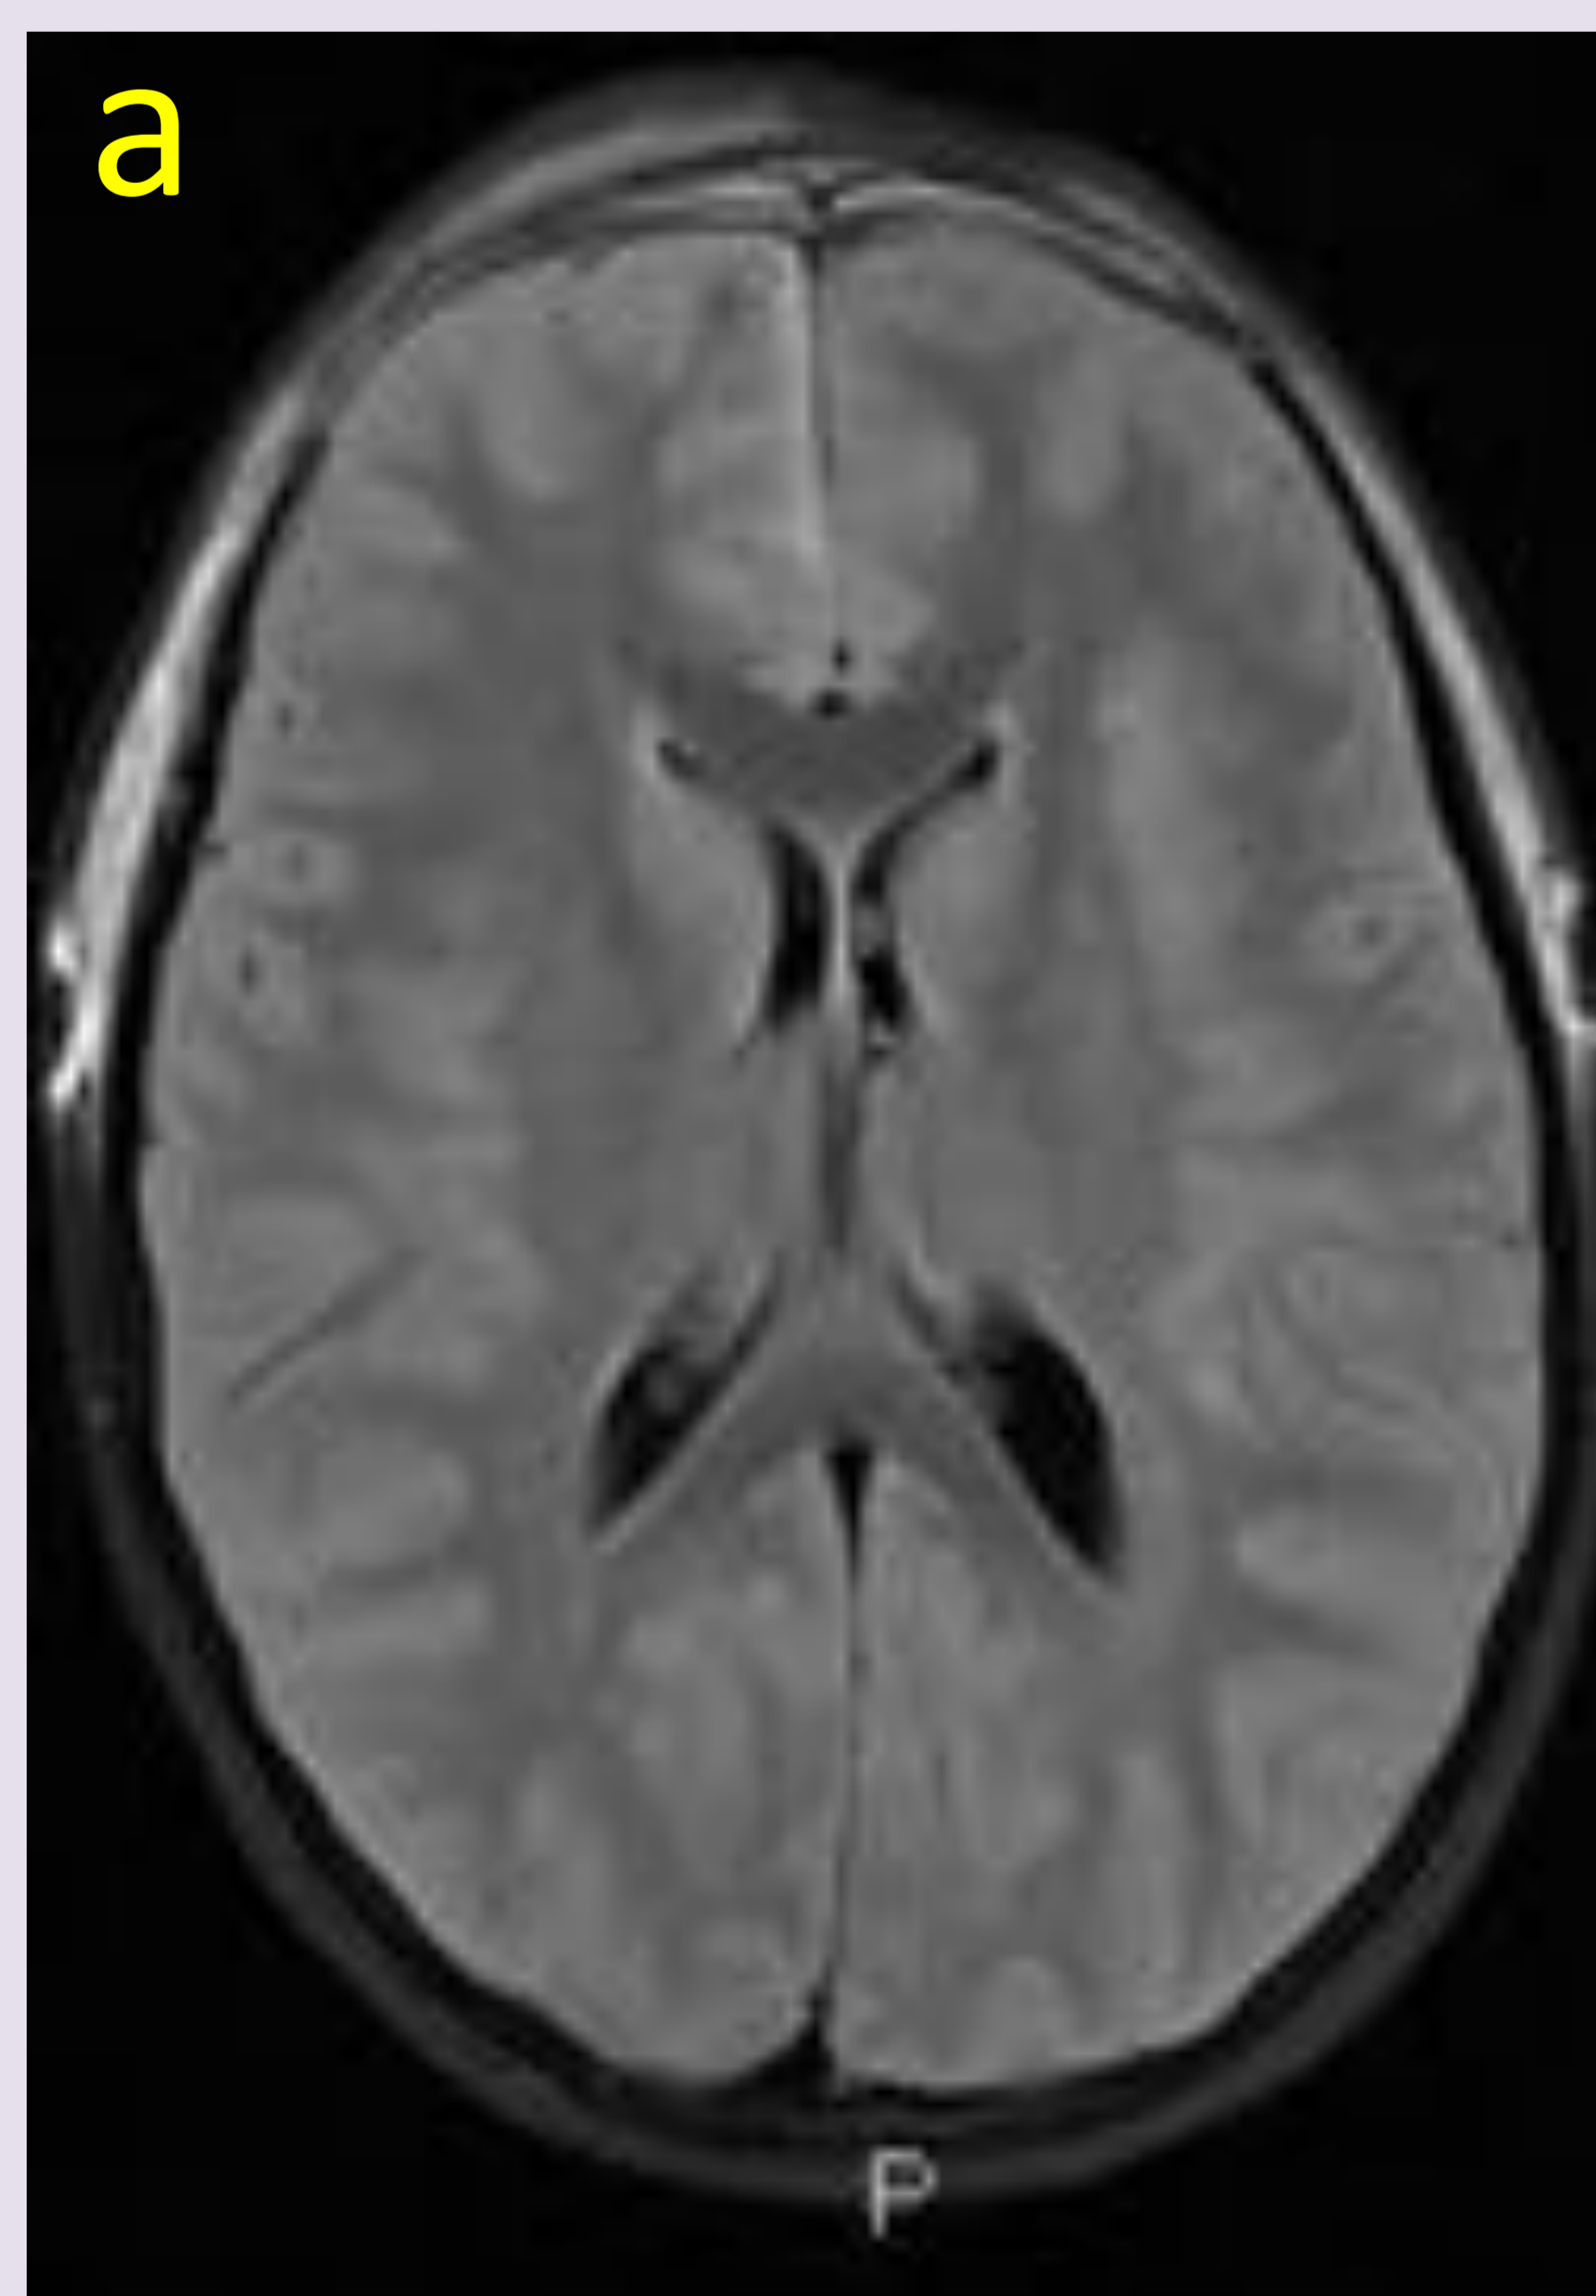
Fig 4. RM craneal. Secuencia FLAIR (a), DWI valor alto de b (b) y mapa paramétrico del ADC (c). Colección lineal interhemisférica derecha, hiperintensa en FLAIR, con restricción a la difusión compatible con absceso epidural.
